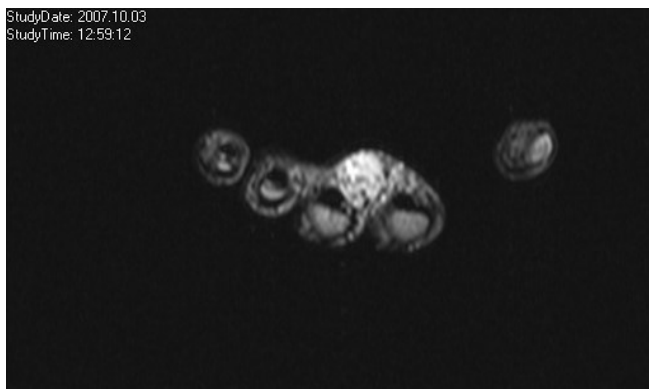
Magnetresonananzaufnahme der vaskuläre Malformation im Bereich der Hand (3.10.2007)
